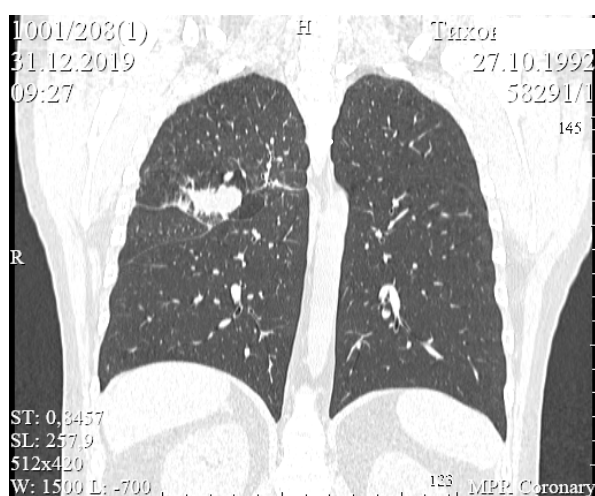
КТ грудной клетки. Справа в заднем сегменте (S2) определяется образование неправильной округлой формы (35×32×40 мм) с достаточно четким контуром (стрелка)
